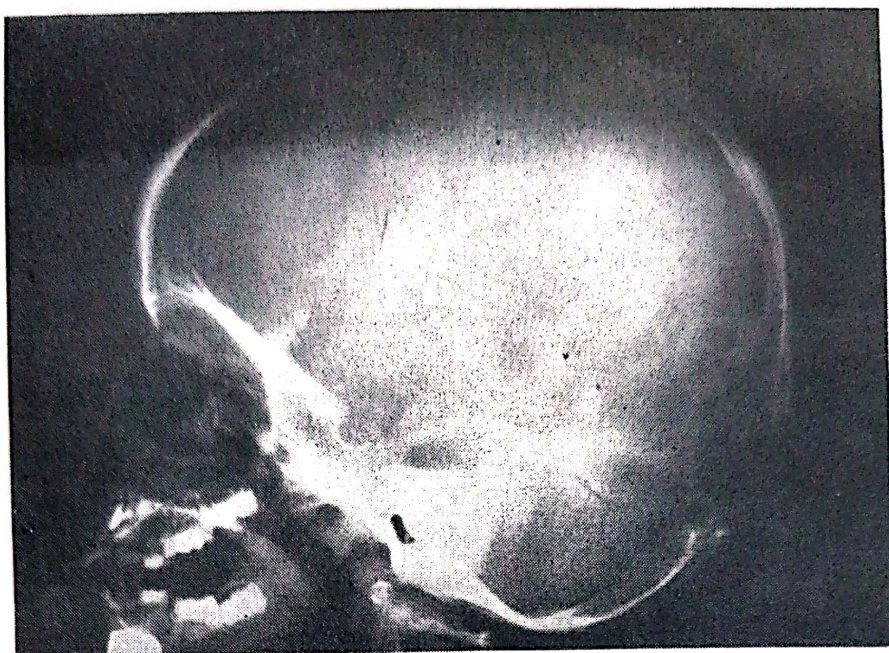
Radiografie de craniu (copil)
